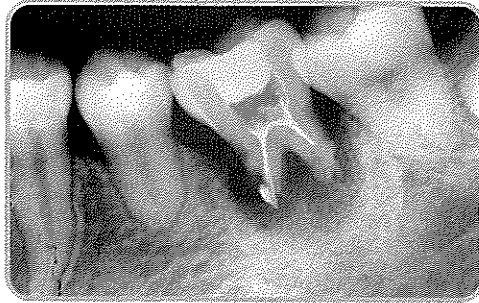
과잉 매복치 발치를 위해 상부의 하악 좌측 제 1 대구치를 의도적으로 발거하여 수술한 후 재식립하였으나 경과 관찰 도중 지속적인 치근 흡수와 방사선 투과성 병소가 존재하고 있다.
